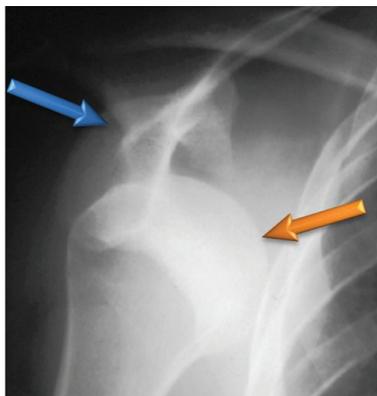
Рентгенограмма в прямой (передне-задней) проекции. Головка плечевой кости (рыжая стрелка) сместилась относительно суставной впадины лопатки (синяя стрелка).
